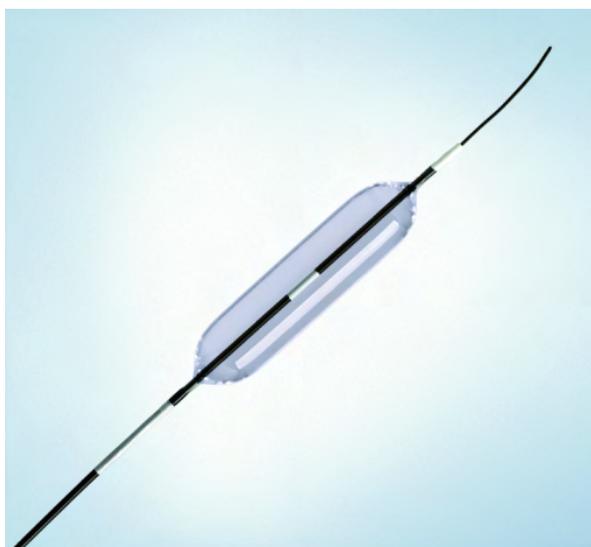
Balloon installed on the conductor under x-ray control. Over-the-wireballoon (OTW)
